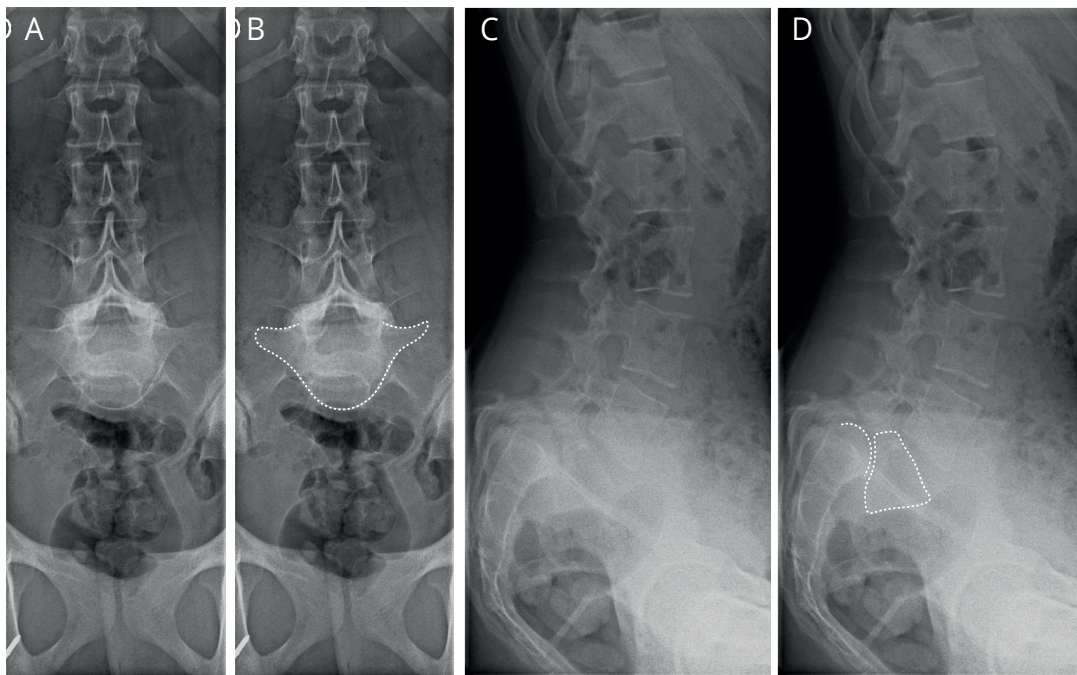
IMAGE CLÉ - Aspect radiographique en charge d'un spondylolisthésis de L5 de haut grade. Notez (A, B) l'aspect de la vertèbre L5 qui semble vue par le dessus sur une radiographie de face ainsi que la rétroversion pelvienne associée. Cette dernière est bien visible sur le profil (C, D) et compense en partie la cyphose L5-S1. Proximale au disque L4-L5, l'ensemble du rachis compense l'anomalie en se lordosant. La prise en compte de l'équilibre sagittal est un élément clé dans la prise en charge des spondylolisthésis.
